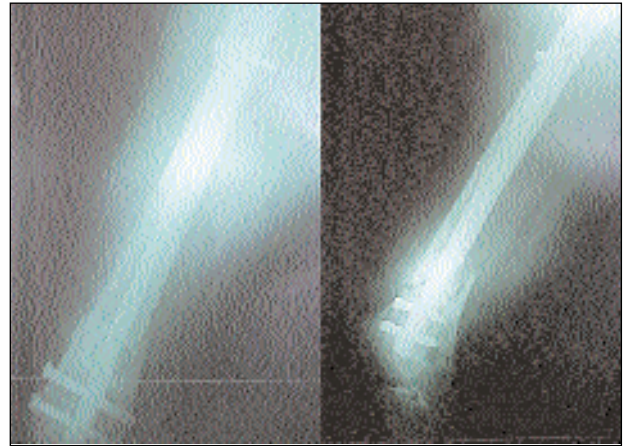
Control radiografico post-operatorio.
